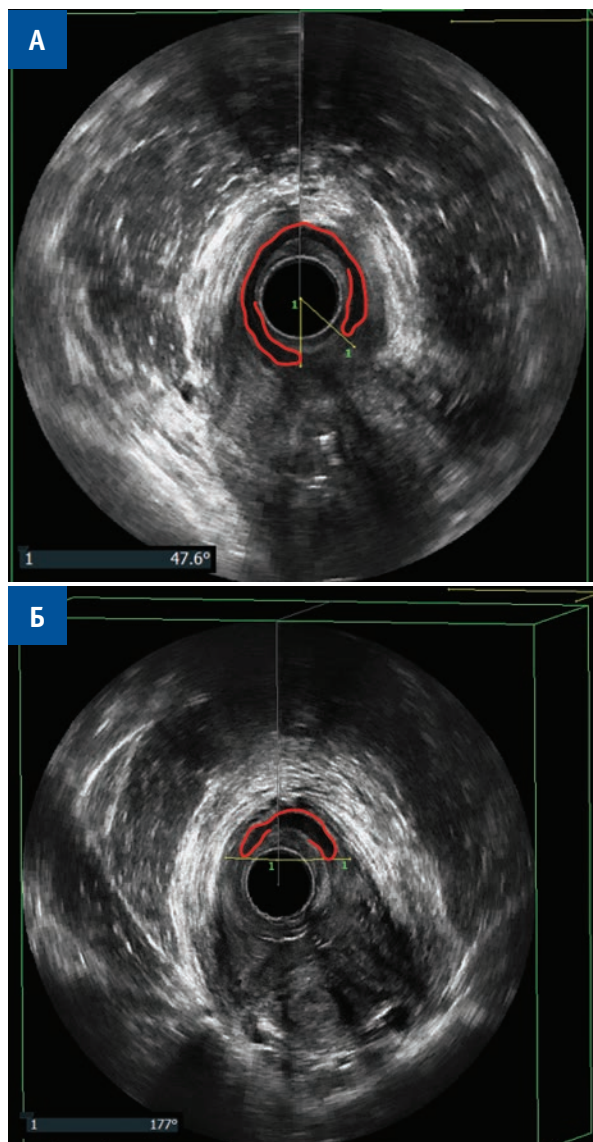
Эхограмма 3D ЭРУЗИ, аксиальное сечение. А — дефект внутреннего сфинктера 47 градусов. Б — дефект внутреннего сфинктера 177 градусов. Красная линия — контуры неизмененного внутреннего сфинктера.
